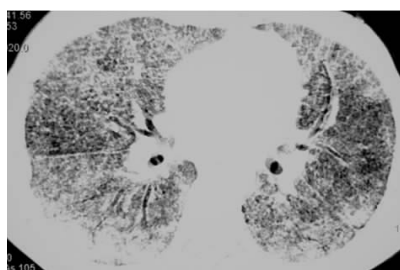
全肺灌洗治疗后 HRCT 显示弥漫性磨玻璃影密度明显变淡，范围缩小，网格状阴影及实变影同前无明显变化
